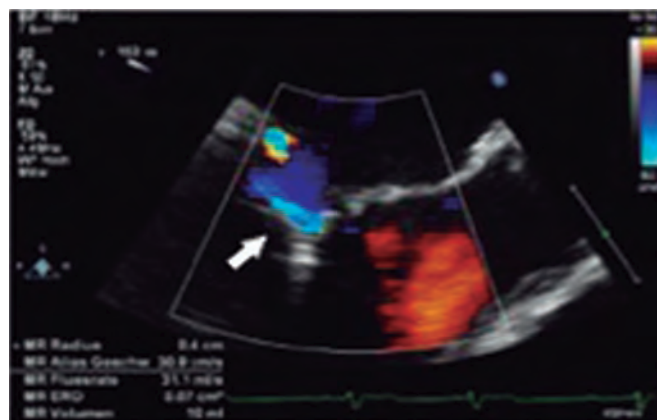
Imagen de ecocardiografía transesofágica bidimensional. Puede verse la sombra acústica producida por el clip (flecha). Reproducida con permiso de Lesevic et al.²¹.
